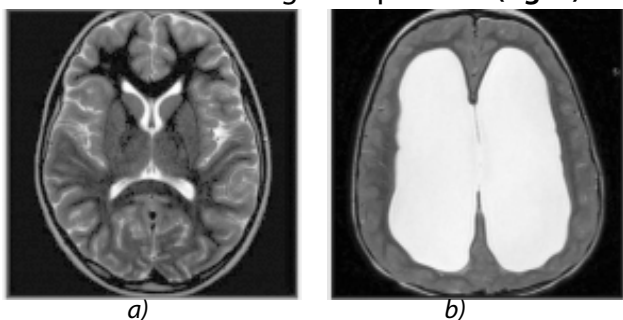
MRI-pictures normal a) and enlarged ventricles b) with hydrocephalus (from [www.hydroassoc.org](http://www.hydroassoc.org))
